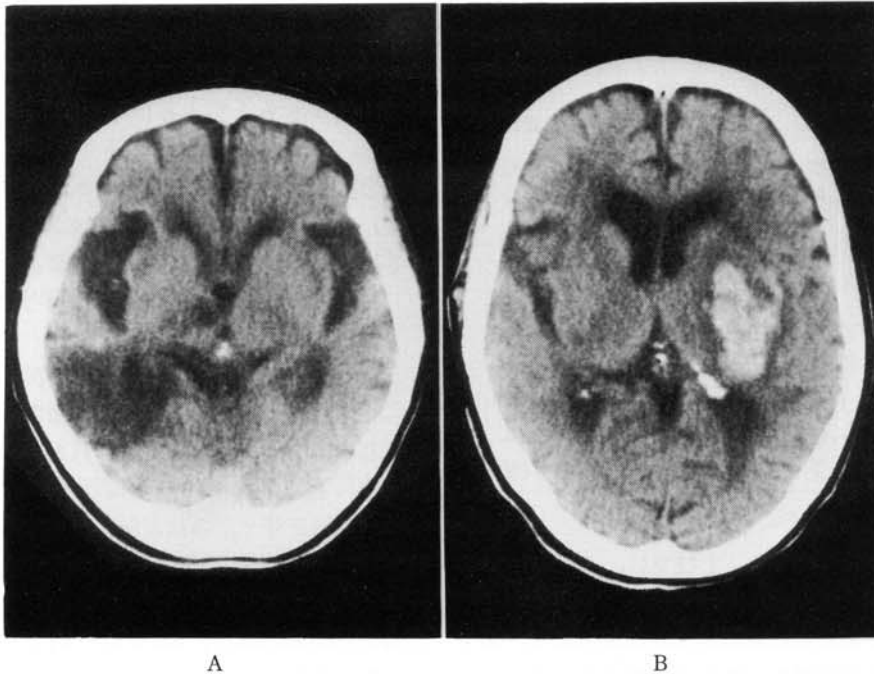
A: 症例1の頭部CT。右頭頂・側頭葉と視床に梗塞巣があり、全般的な脳萎縮を伴う。
